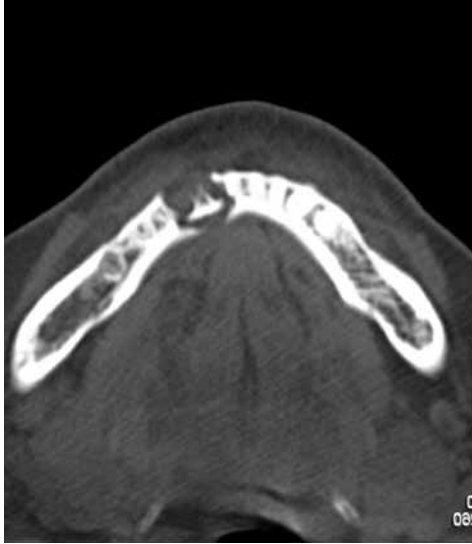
Caso clínico 1. TC que muestra el sequestro en el interior de la mandíbula en la zona del incisivo lateral izquierdo.
